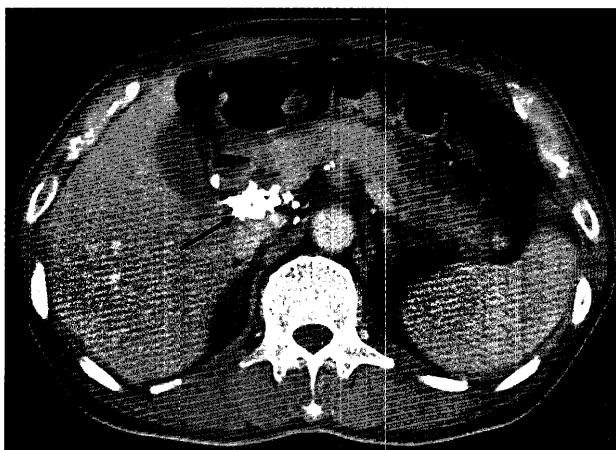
腹部CT検査にてびまん性脾腫大と陳旧性結核による腹腔内リンパ節の石灰化（矢印）を認める。
